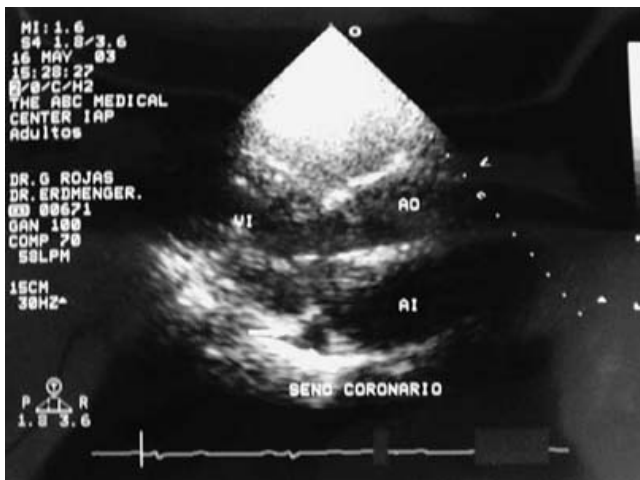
Ecocardiografía bidimensional transtorácica: se muestra al seno coronario dilatado.
